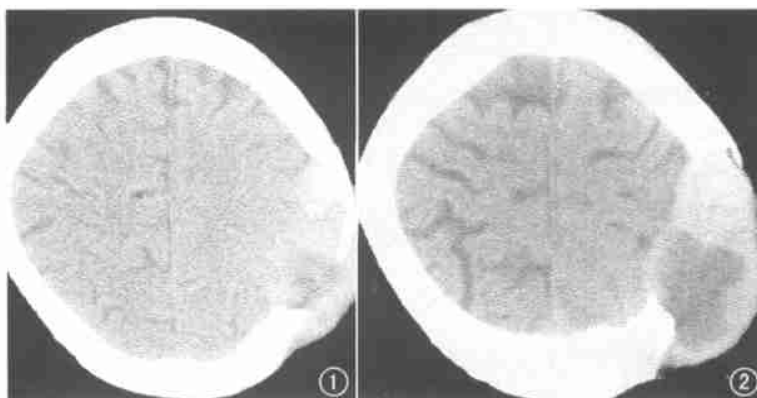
CT 示左顶骨大片状骨质破坏, 肿块内可见散在小骨片影。
